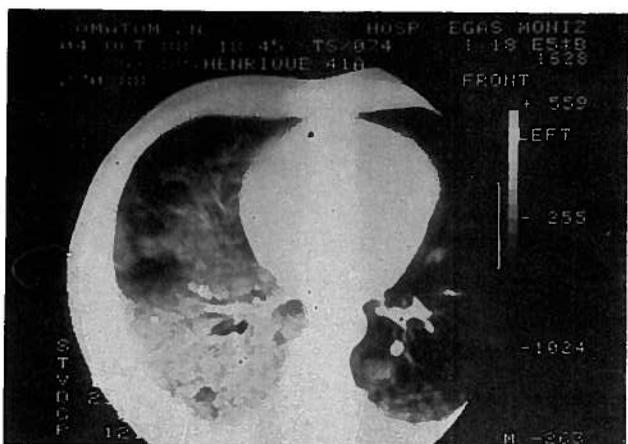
TAC torácica com franca condensação parenquimatosa heterogênea nos lobos inferiores.
